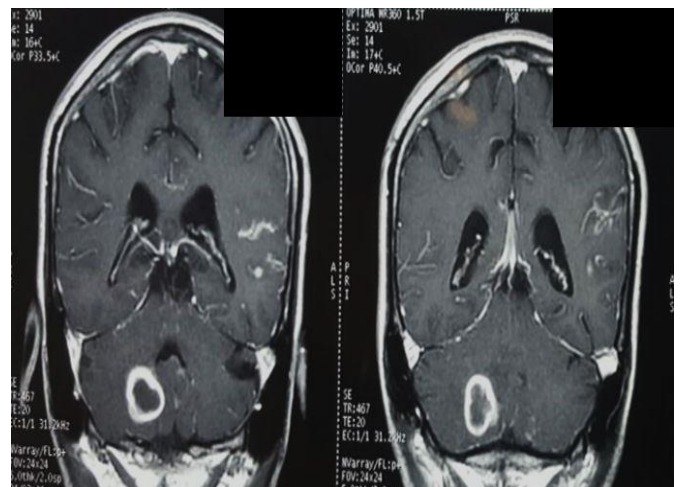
Resonancia magnética con gadolinio que reporta lesión con patrón de realce en anillo a nivel de cerebelo, compatible con tuberculoma.
